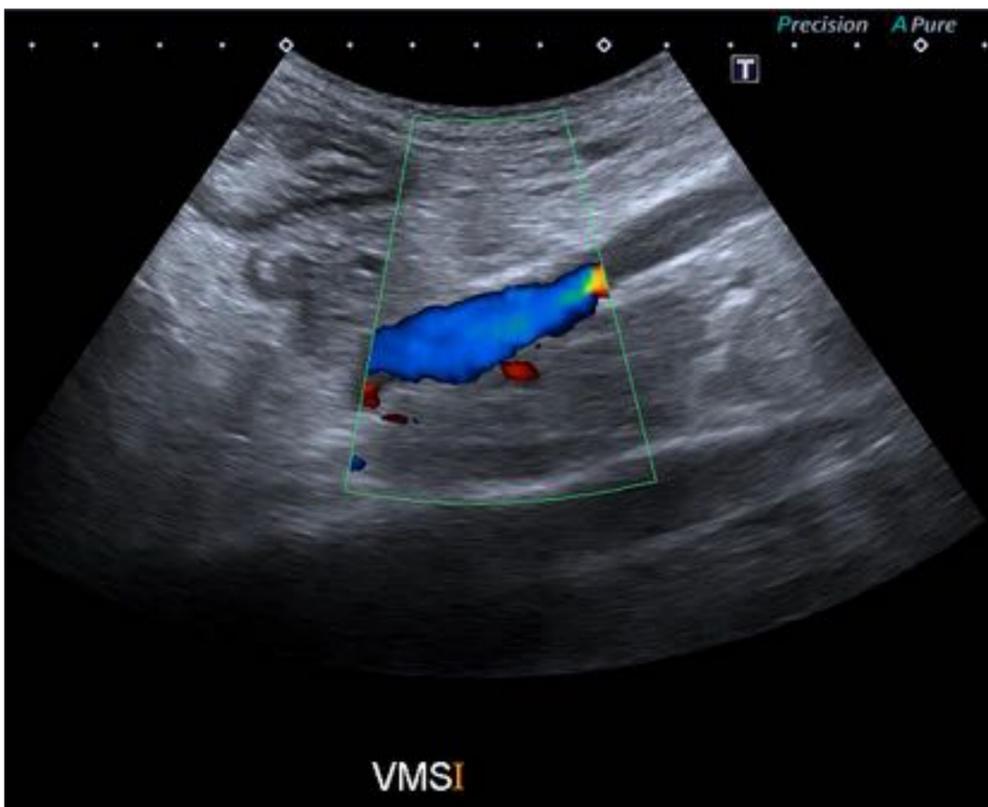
Doppler color de arteria mesentérica superior con flujo reverso.
